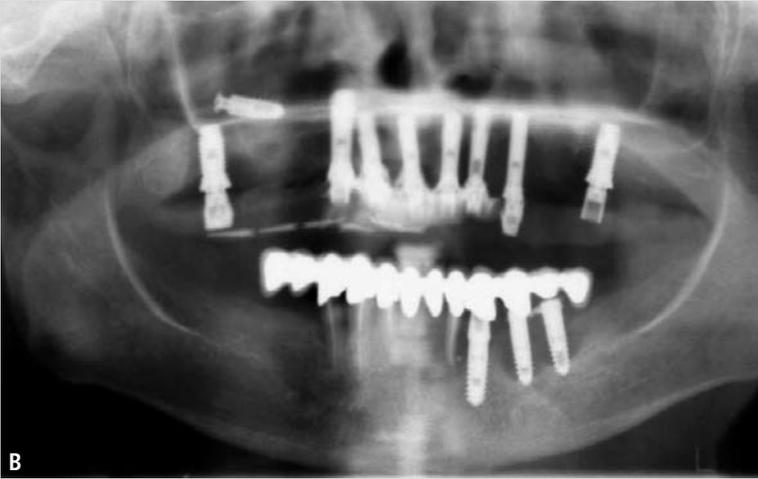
Figura B-C: Situazione al momento della sospensione delle cure contestate, a un anno di distanza dalla prima radiografia. Risultano evidenti la perimplantite, la parodontopatia, la sinusite iatrogena da corpo estraneo.
